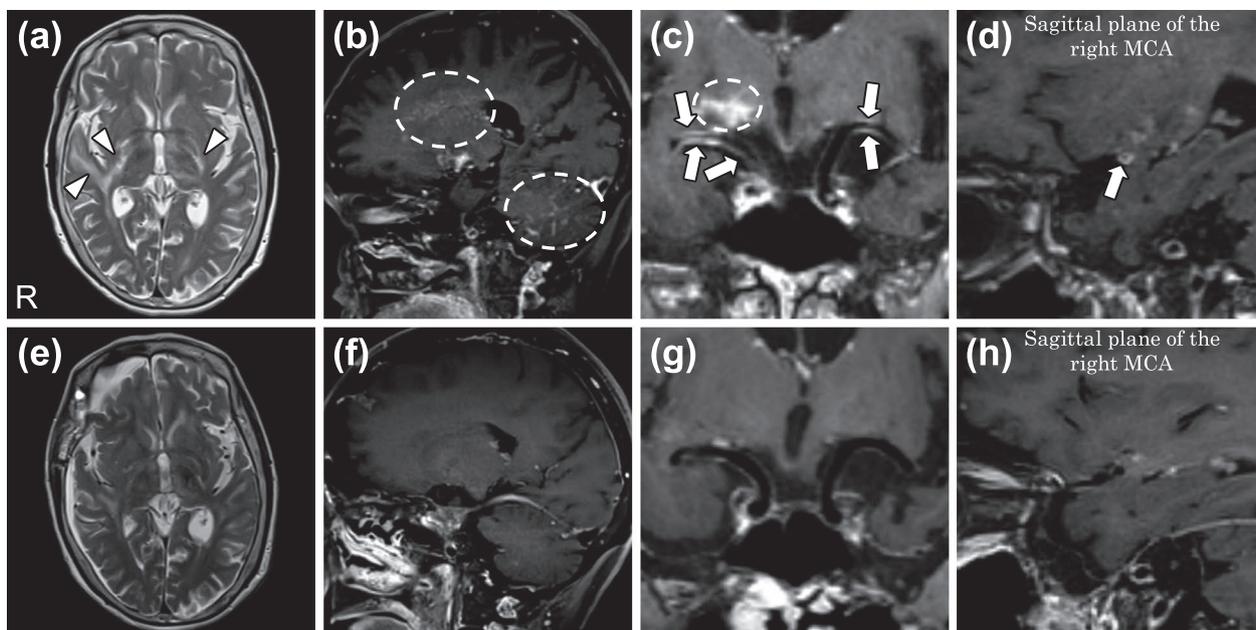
MRI findings before and after chemotherapy.
